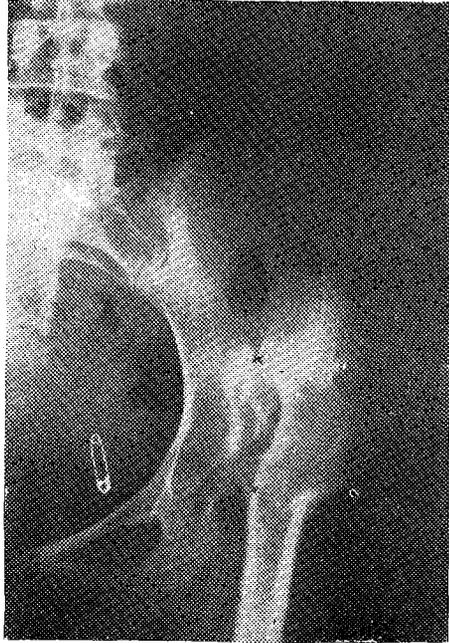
Paciente que presentaba luxación congénita post-natal irreducible de la coxo-femoral derecha, con síntomas dolorosos. La radiografía tomada dos años más tarde indica la redrección que ha sufrido el ángulo de post-osteotomía, el cual prácticamente existe actualmente.
